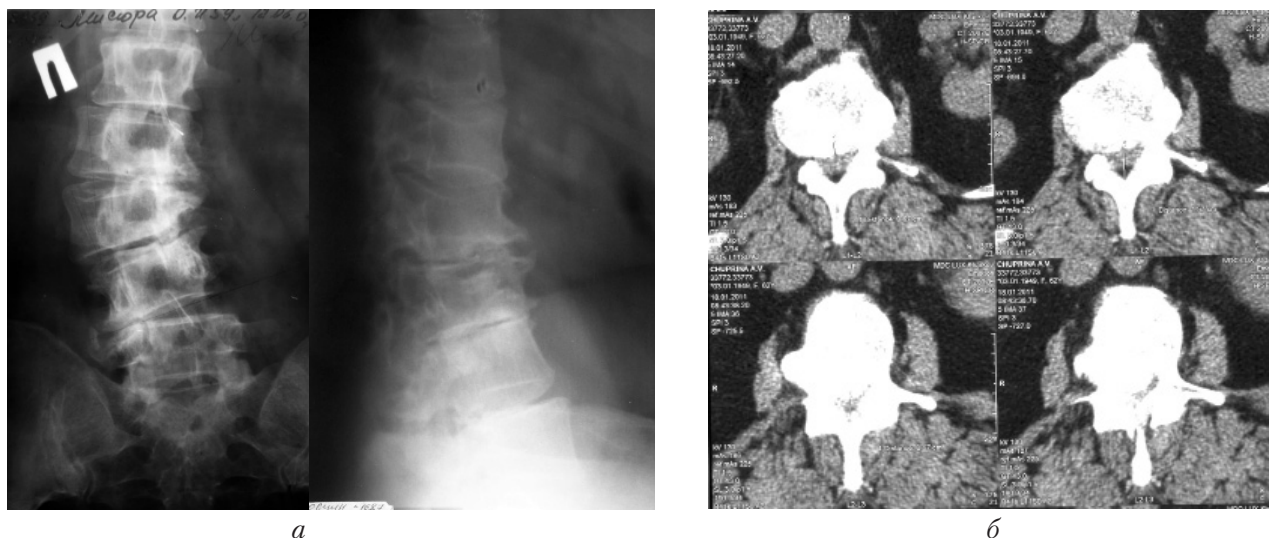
Фотоотпечатки рентгенограмм (а) и КТ (б) поясничного отдела позвоночника пациента с дегенеративным сколиозом и абсолютным стенозом позвоночного канала
